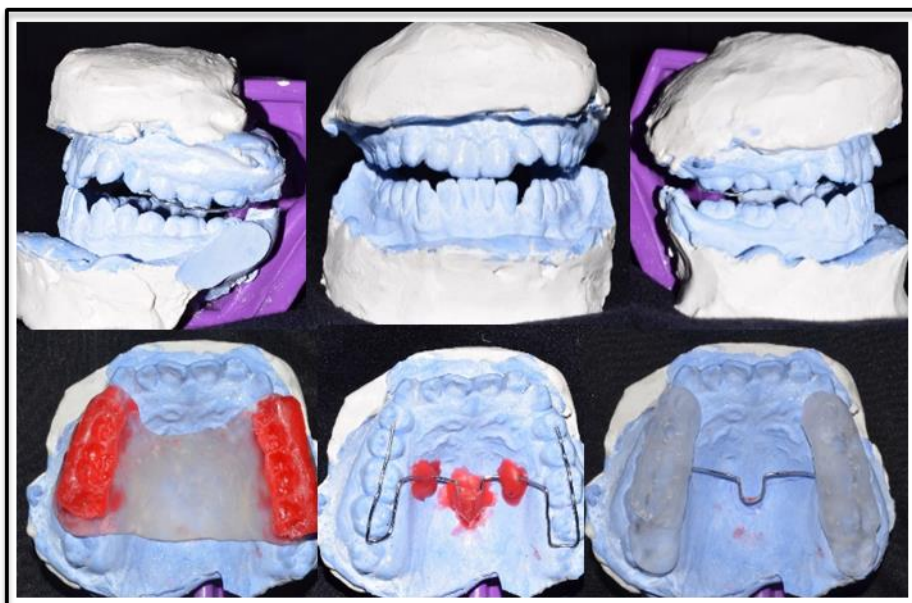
Análisis de modelos iniciales*Figura 5*Radiografía panorámica inicial*
